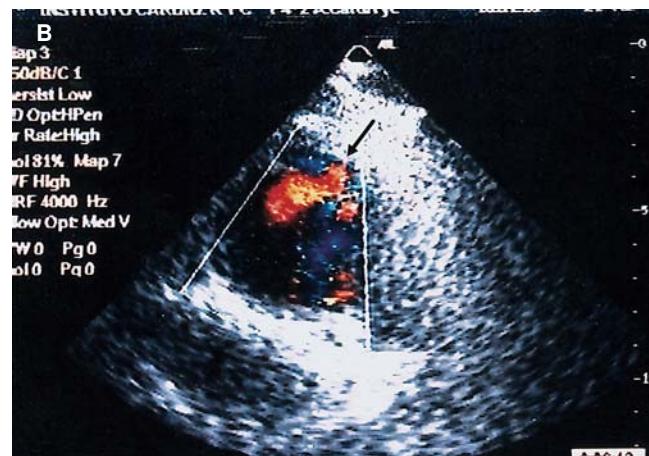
A: corte transversal por encima de la válvula aórtica donde se visualiza imagen de rotura intimal. B: corte transversal con doppler color.
